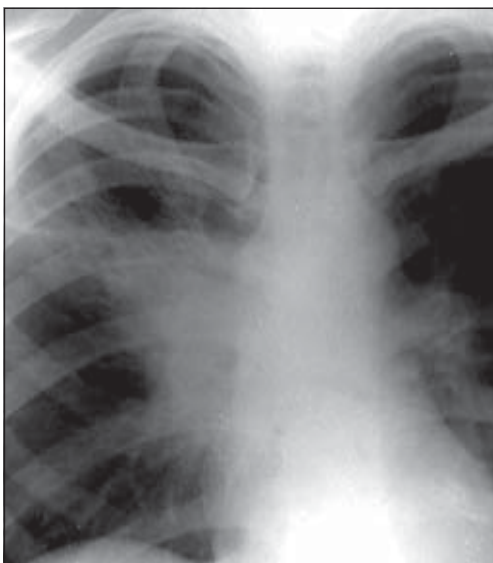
Ателектаз середньої частки правої легені. Рентгенограма.
